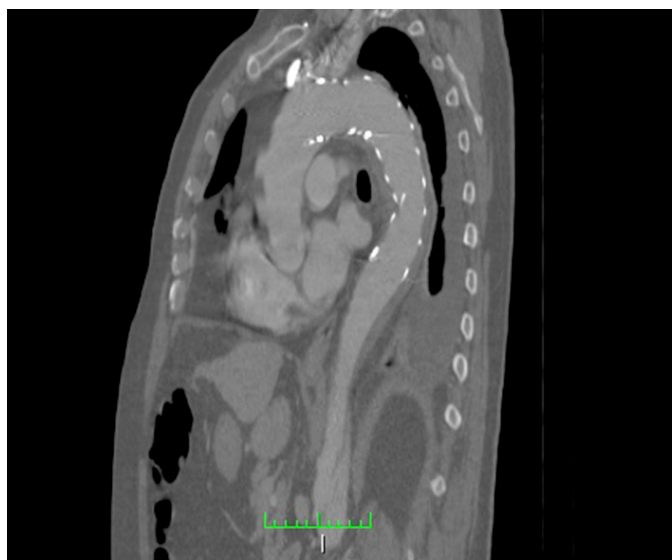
Angiotomografia computadorizada evidenciando selamento do *flap* proximal.
